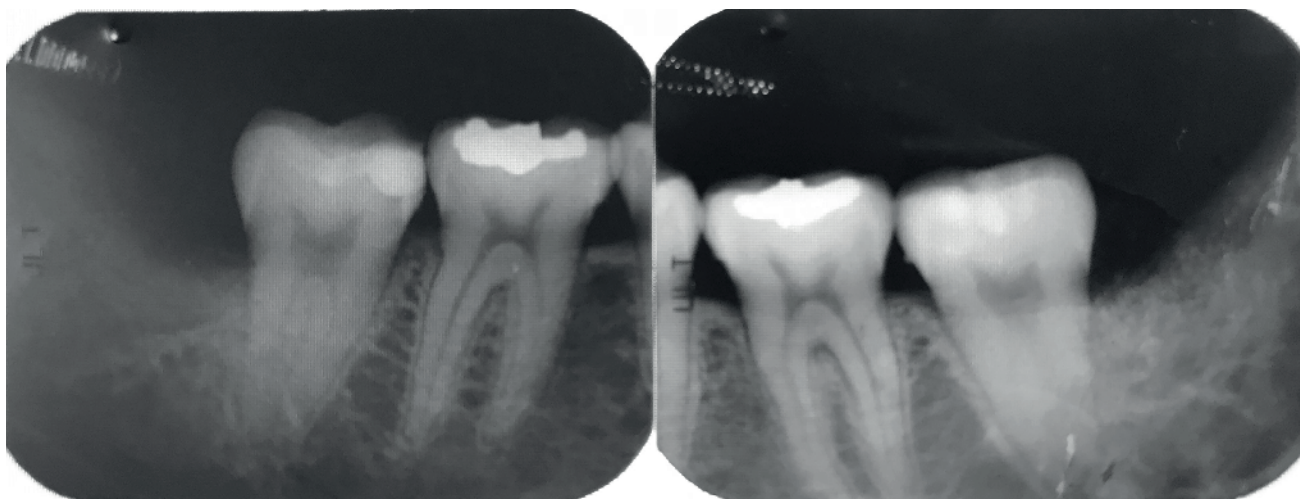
Radiografía periapical a los 3 meses del lado control (izquierda) y del lado de estudio (derecha).
